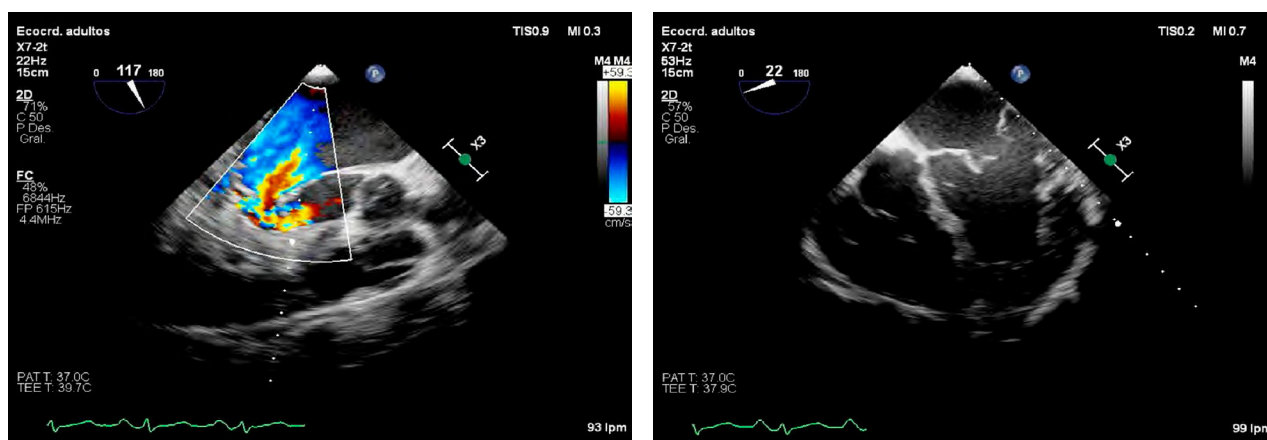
Ecocardiograma transesofágico que muestra la presencia de insuficiencia mitral (a) y prolapso de válvula mitral por rotura de cuerda tendinosa (b).
